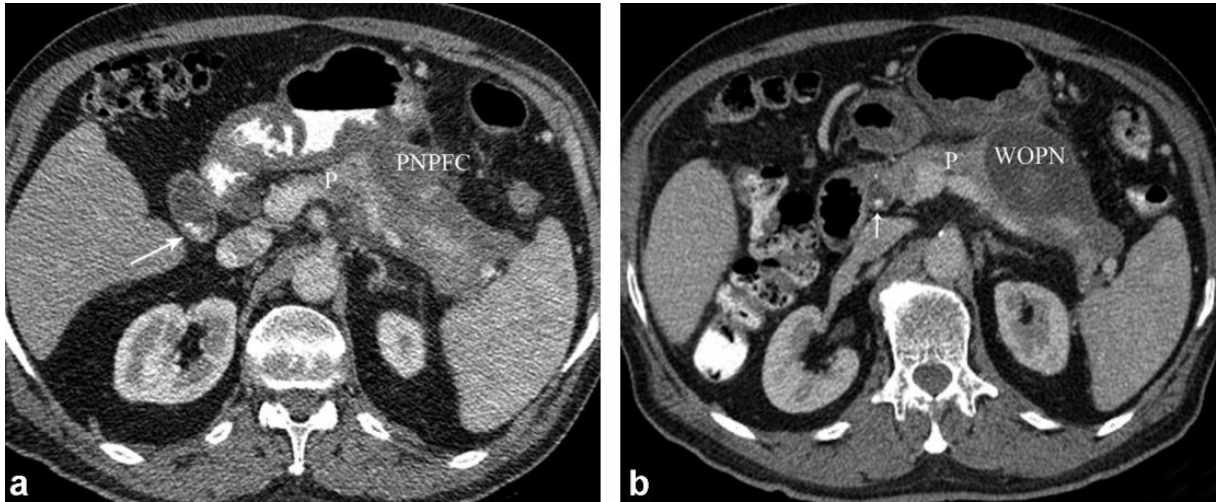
Pancréatite aiguë nécrosante chez un homme de 45 ans présentant des calculs biliaires. La tomодensitométrie (TDM) avec produit de contraste (a), obtenue trois semaines après la survenue d'une crise aiguë, révèle un épanchement liquidien pancréatique/péripancréatique postnécrotique (ELPPN) contenant des débris nécrotiques solides. Une TDM avec produit de contraste de suivi (b), obtenue six semaines après la survenue d'une crise aiguë, montre une nécrose pancréatique circonscrite (NPC) encapsulée, ayant évolué à partir d'un ELPPN, contenant des débris nécrotiques solides pancréatiques et extrapancréatiques. Noter des calculs hyperdenses dans la vésicule biliaire (flèche longue) et le canal cholédoque (petite flèche). P : pancréas.
